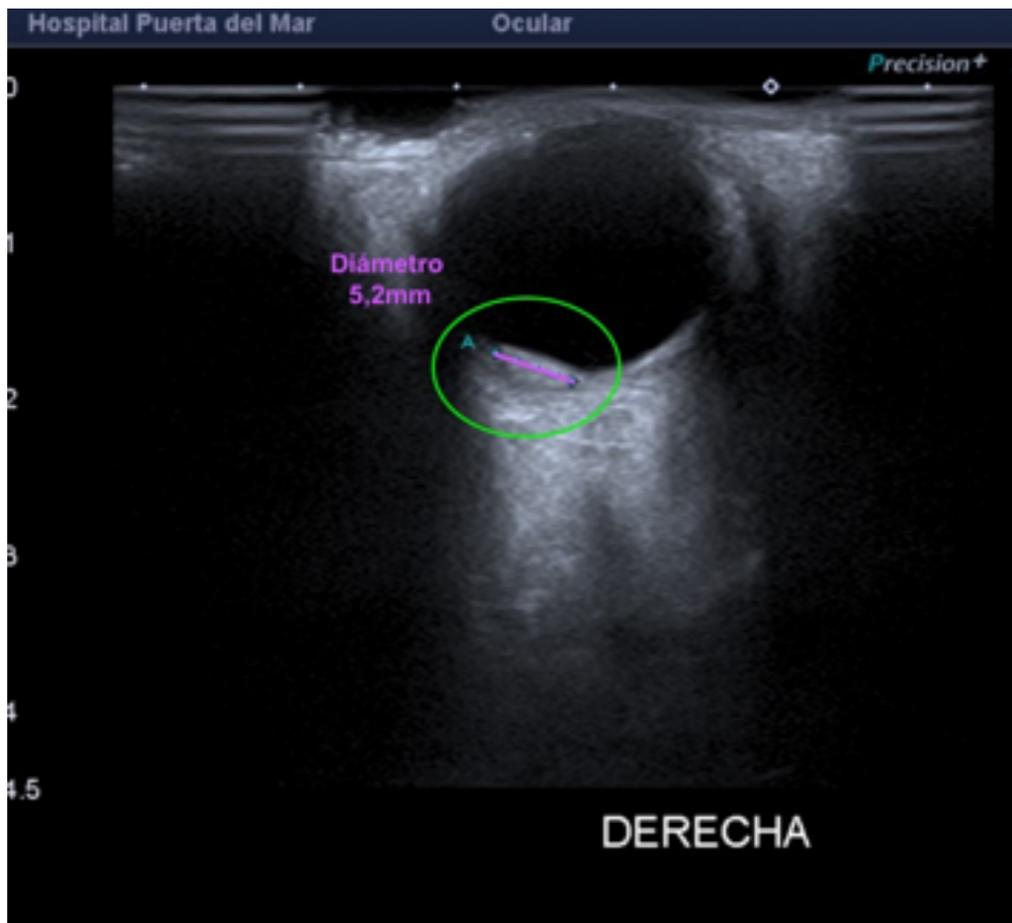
Nevus coroideo. Se aprecia en la vertiente nasal del globo ocular derecho una sobre elevación plana, ecogénica y con estructura interna regular, localizada en la coroides (lesión dentro del círculo verde). Presenta unas medidas de 5,2 x 2mms, en el eje longitudinal (línea morada) y anteroposterior respectivamente. Mediante doppler color la lesión no muestra vascularización. Estos hallazgos son sugestivos de nevus coroideo ocular derecho que debido a su tamaño (>2mm), se recomiendan realizar controles periódicos.
